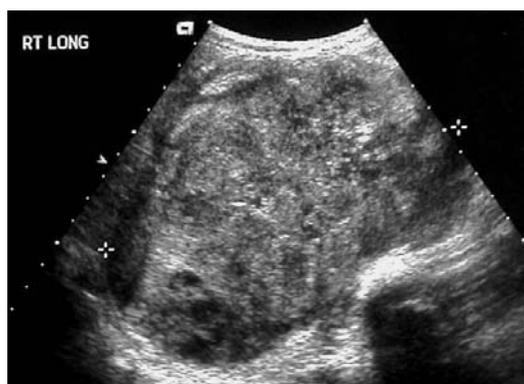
Ecografia. Tumore di Wilms. Disomogenea neoformazione sovrverte completamente la struttura del rene destro
